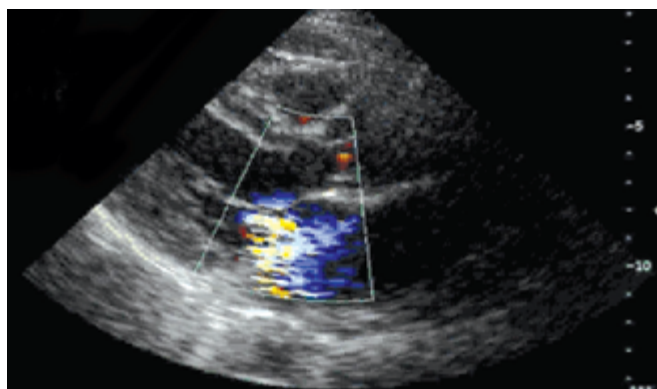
Échographie coupe parasternale grand axe. Visualisation d'une insuffisance mitrale sur prolapsus valvulaire mitral en flux doppler couleur.
